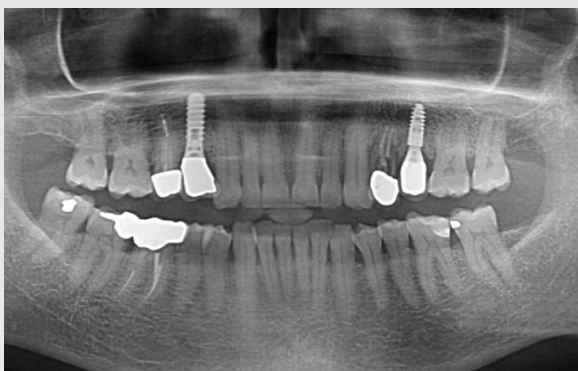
Ortopantomografía (OPT) que muestra la pieza dental 24 dañada
